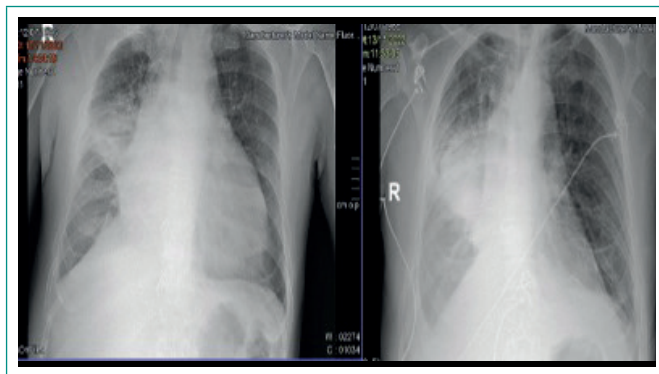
Radiografías de tórax. Masa tumoral parahiliar derecha con cambios enfisematosos de predominio en lóbulos superiores y derrame pleural derecho.
